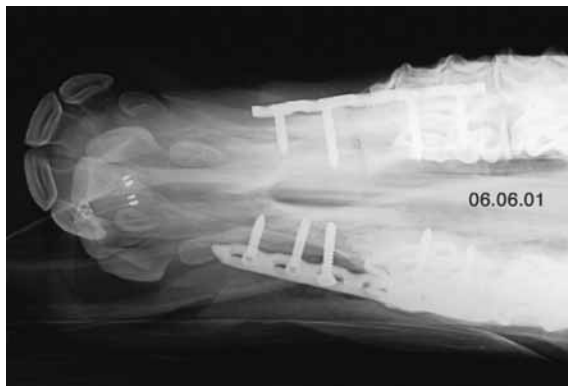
Ventrodorsale Röntgenaufnahme der Mandibula nach einer beidseitigen korrektiven Osteotomie der Rami im Diastemabereich und Fixation mittels 3.5mm LC-Platten. Die Osteotomien heilten problemlos ab und konnten nach 3 Monaten entfernt werden.
